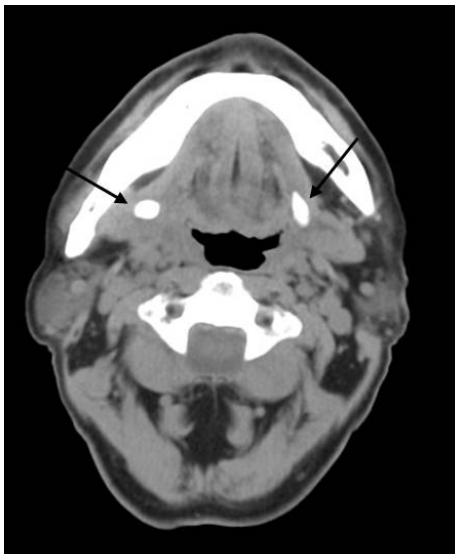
Right submandibular sialadenitis and sialoliths in a 67-year-old man with postprandial pain in right neck. A. Precontrast CT scan shows both submandublar stones (black arrows). B. Postcontrast CT scan shows small abscess pockets (white arrows) in right submandibular gland.
